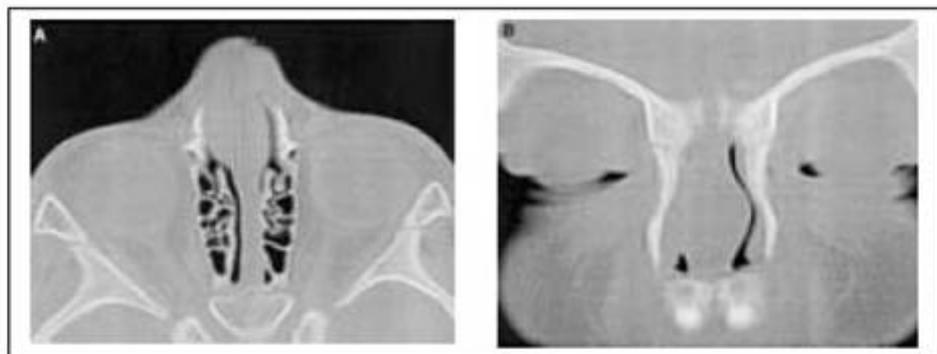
(A) TC Corte axial que muestra un engrosamiento en la porción anterior del Tabique nasal. (B) TC Corte coronal se observa el engrosamiento antes descrito. (A) y (B). Tomado de A.E. Zosel et al. / Journal of Clinical Imaging 28 (2004) 356-9.
